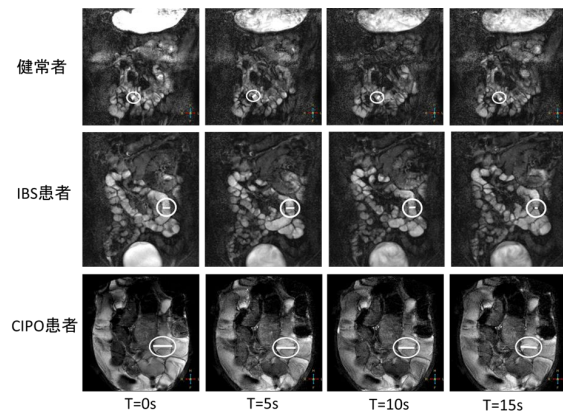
健常者、IBS、CIPO のシネ MRI 画像
